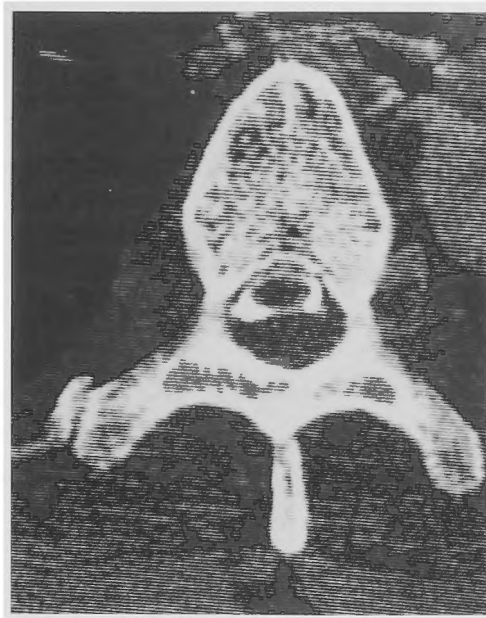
Case 12. Metrizamide CT myelography shows an extradural mass displacing the spinal cord anteriorly.
